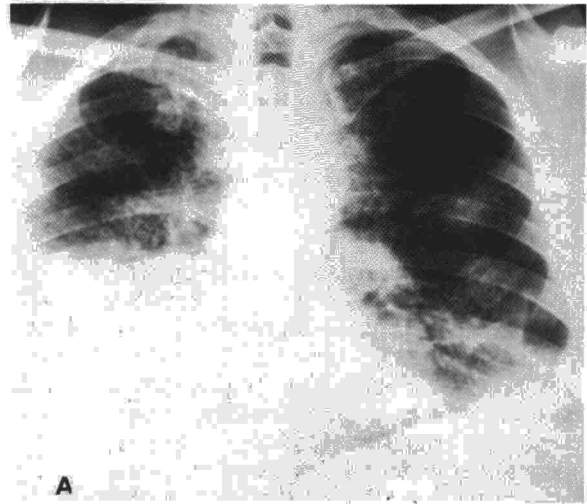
Radiografía posteroanterior (A) y lateral (B) de tórax que muestra una densidad homogénea confinada a la porción inferior del pulmón derecho y lóbulo inferior izquierdo, junto con infiltrados intersticiales bilaterales difusos.
